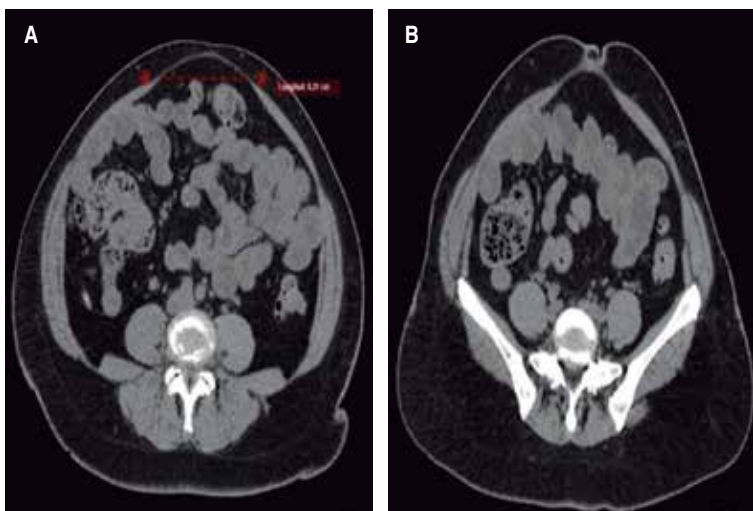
Tomografía computarizada simple corte axial. A) Diástasis de rectos abdominales de 8.21 cm. B) Diástasis de los rectos abdominales que se asocia a hernia umbilical.
